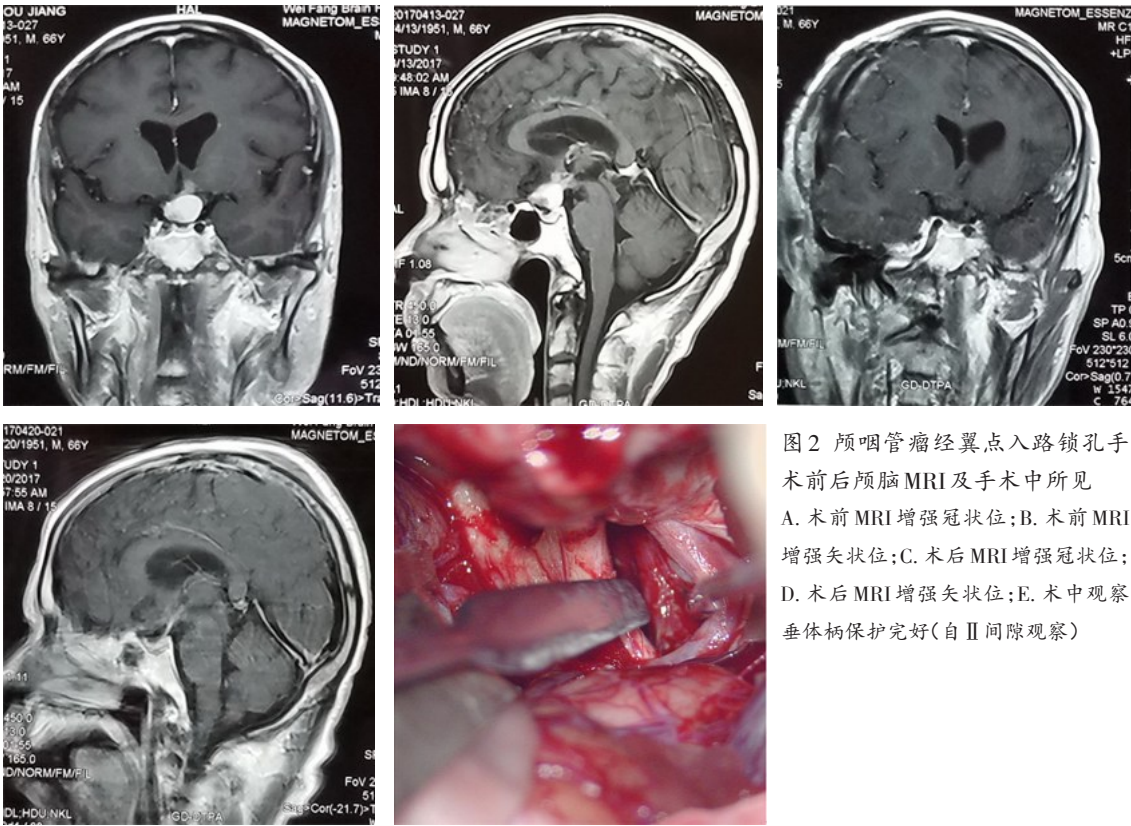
颅咽管瘤经翼点入路锁孔手术前后颅脑 MRI 及手术中所见
